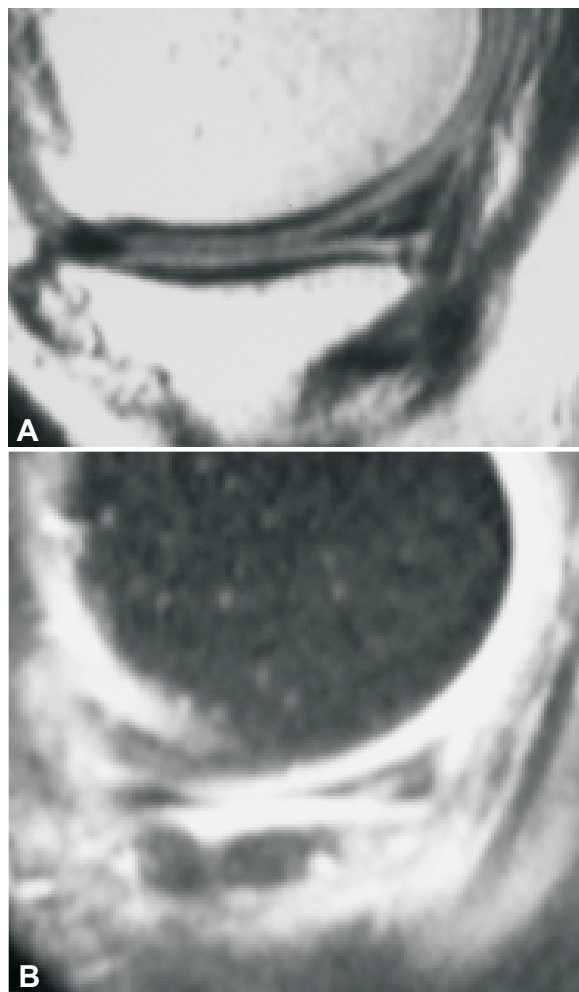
Se muestra aparente ruptura del cuerno posterior del menisco medial (falso positivo), rodilla derecha, en IRM, en cortes sagitales, en densidad protónica (A) y en supresión grasa (B). No hubo evidencia de ruptura en el estudio artroscópico.
